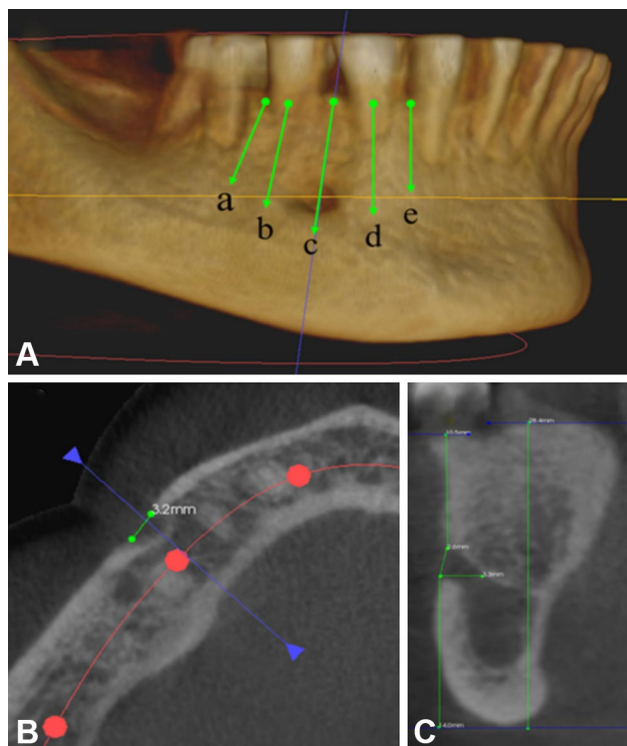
Tomografía computarizada Cone-beam de mandíbula. A. Ubicaciones del foramen mental: a) Zona interproximal entre el segundo premolar y primer molar, b) zona medial de la raíz del segundo premolar, c) Zona interproximal entre el segundo premolar y primer premolar, d) Zona medial de la raíz del primer premolar, e) zona interproximal entre primer premolar y canino; B. corte horizontal del cuerpo de la mandíbula; C. Corte coronal de cuerpo de mandíbula.
